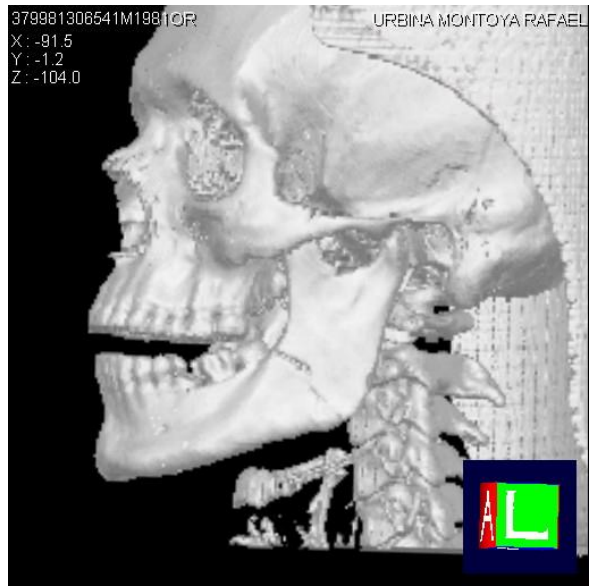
Tomografía de macizo facial con reconstrucción tridimensional. Vista lateral izquierda. Fuente propia.
